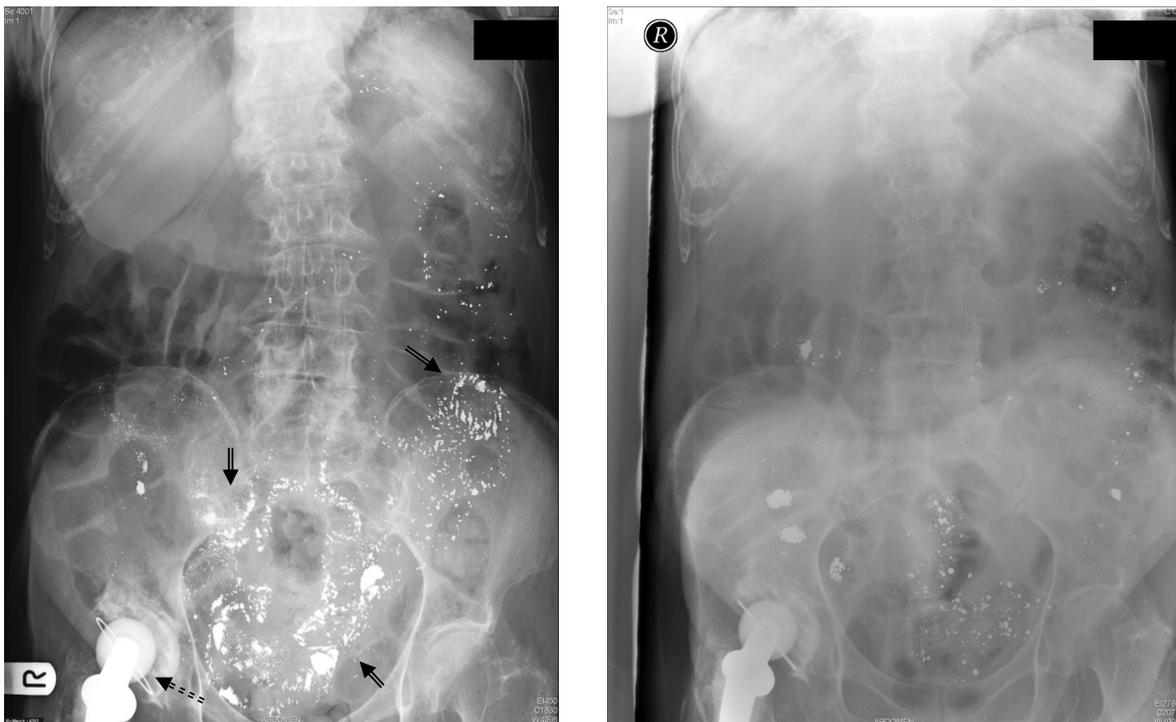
Röntgen-Abdomen am 1. Tag nach Quecksilbereinnahme (links) und nach 9 Tagen unter Behandlung mit DMPS (rechts) mit deutlicher Abnahme der Hg-Ablagerungen (⇐); Links unten ist eine Hüftgelenksprothese zu sehen (⇐---).
